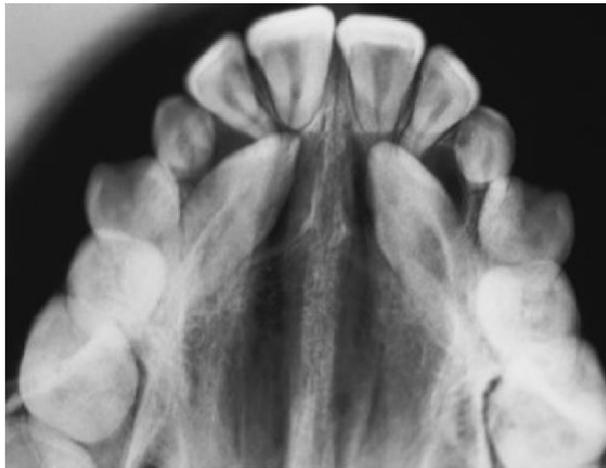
Radiografia oclusal.
